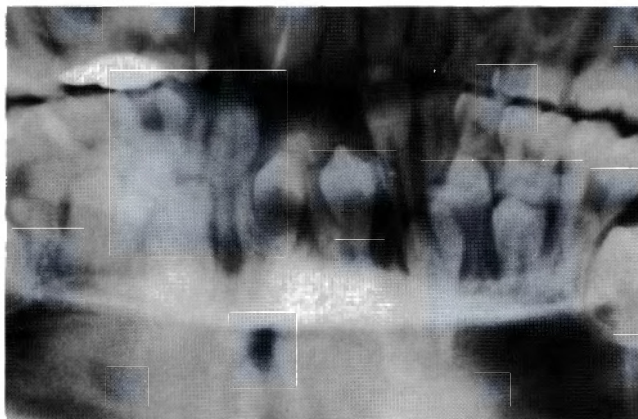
Radiografía panorámica. Dos supernumerarios que causan impactación de los incisivos centrales superiores permanentes.
